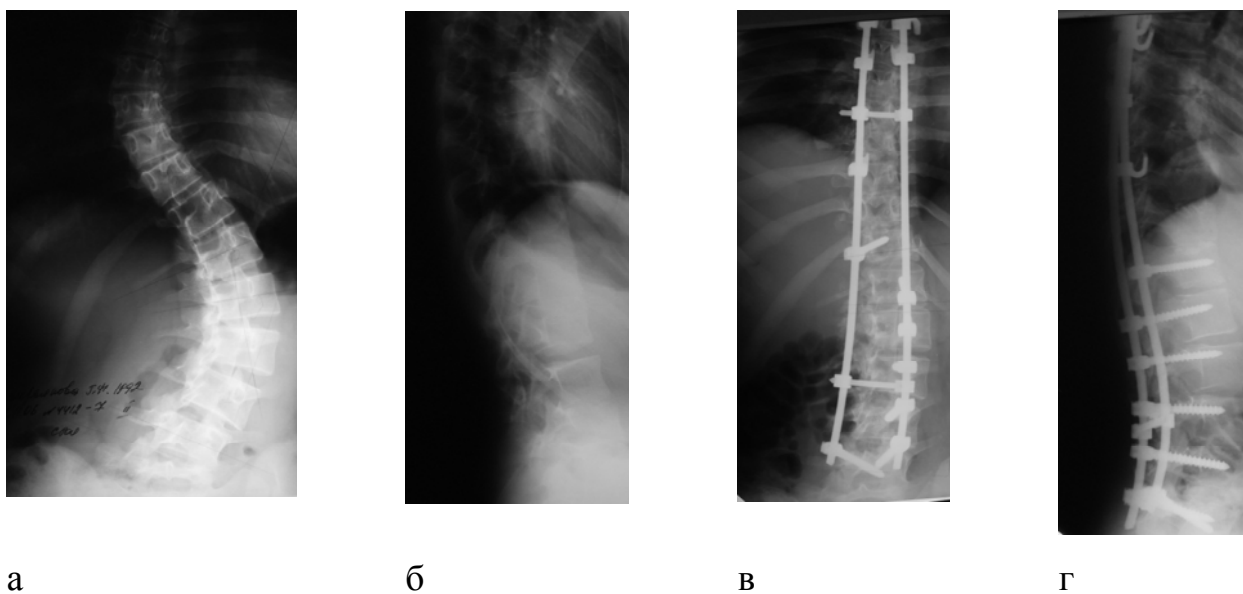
Рентгенограммы пациентки З., 15 лет: а, б – до операции;
